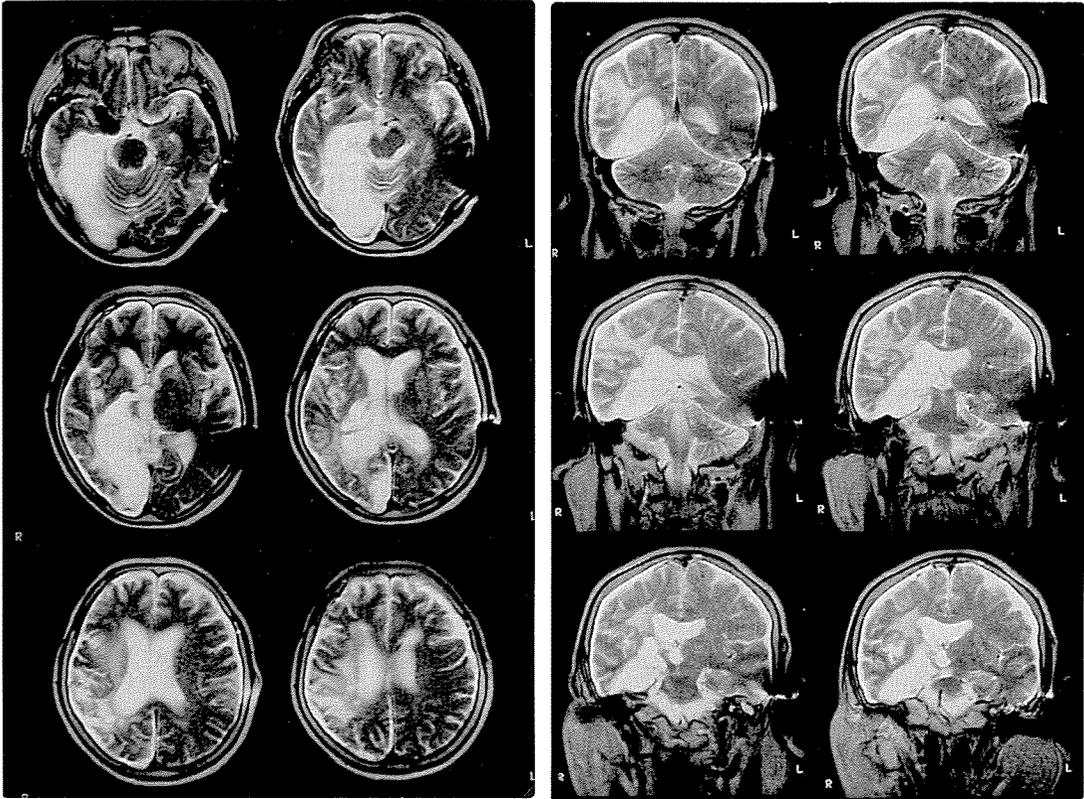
症例1のMRI (T<sub>2</sub>強調画像)
